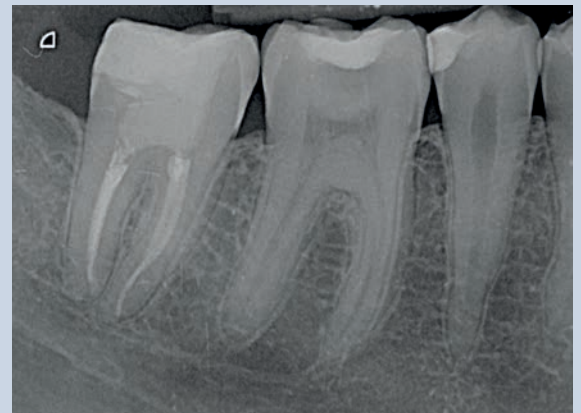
Radiografia di controllo a due anni.
